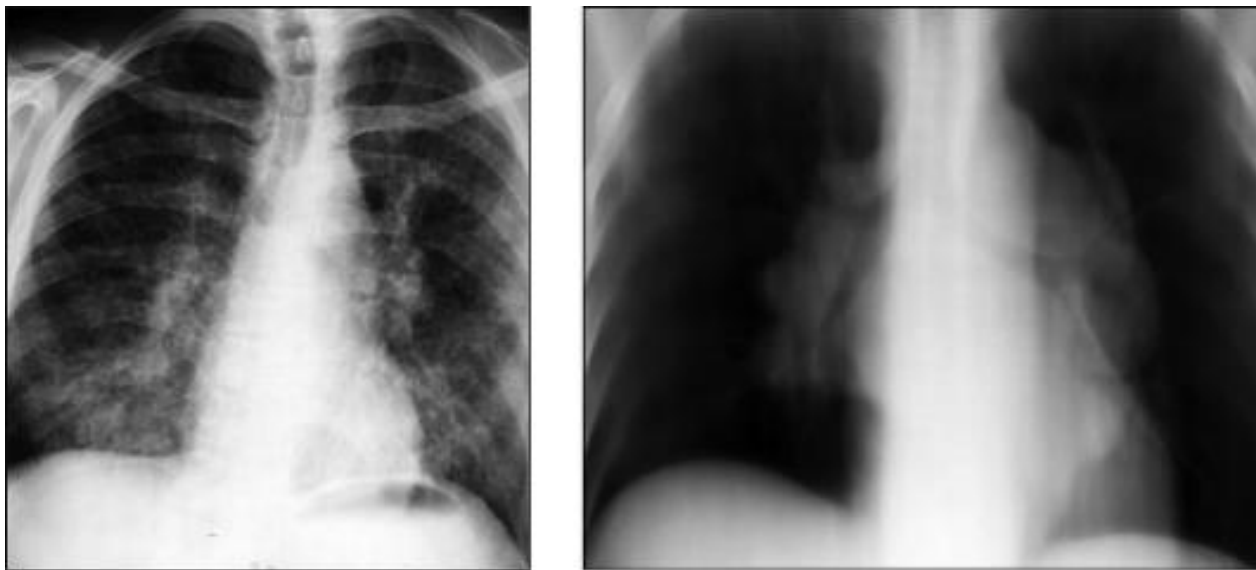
Рентгенограма та томограма грудної клітини у прямій проекції. Дифузне посилення та деформація легеневого малюнка. Двостороннє розширення коренів більш виражені у базальних відділах, обумовлене збільшенням лімфатичних вузлів
